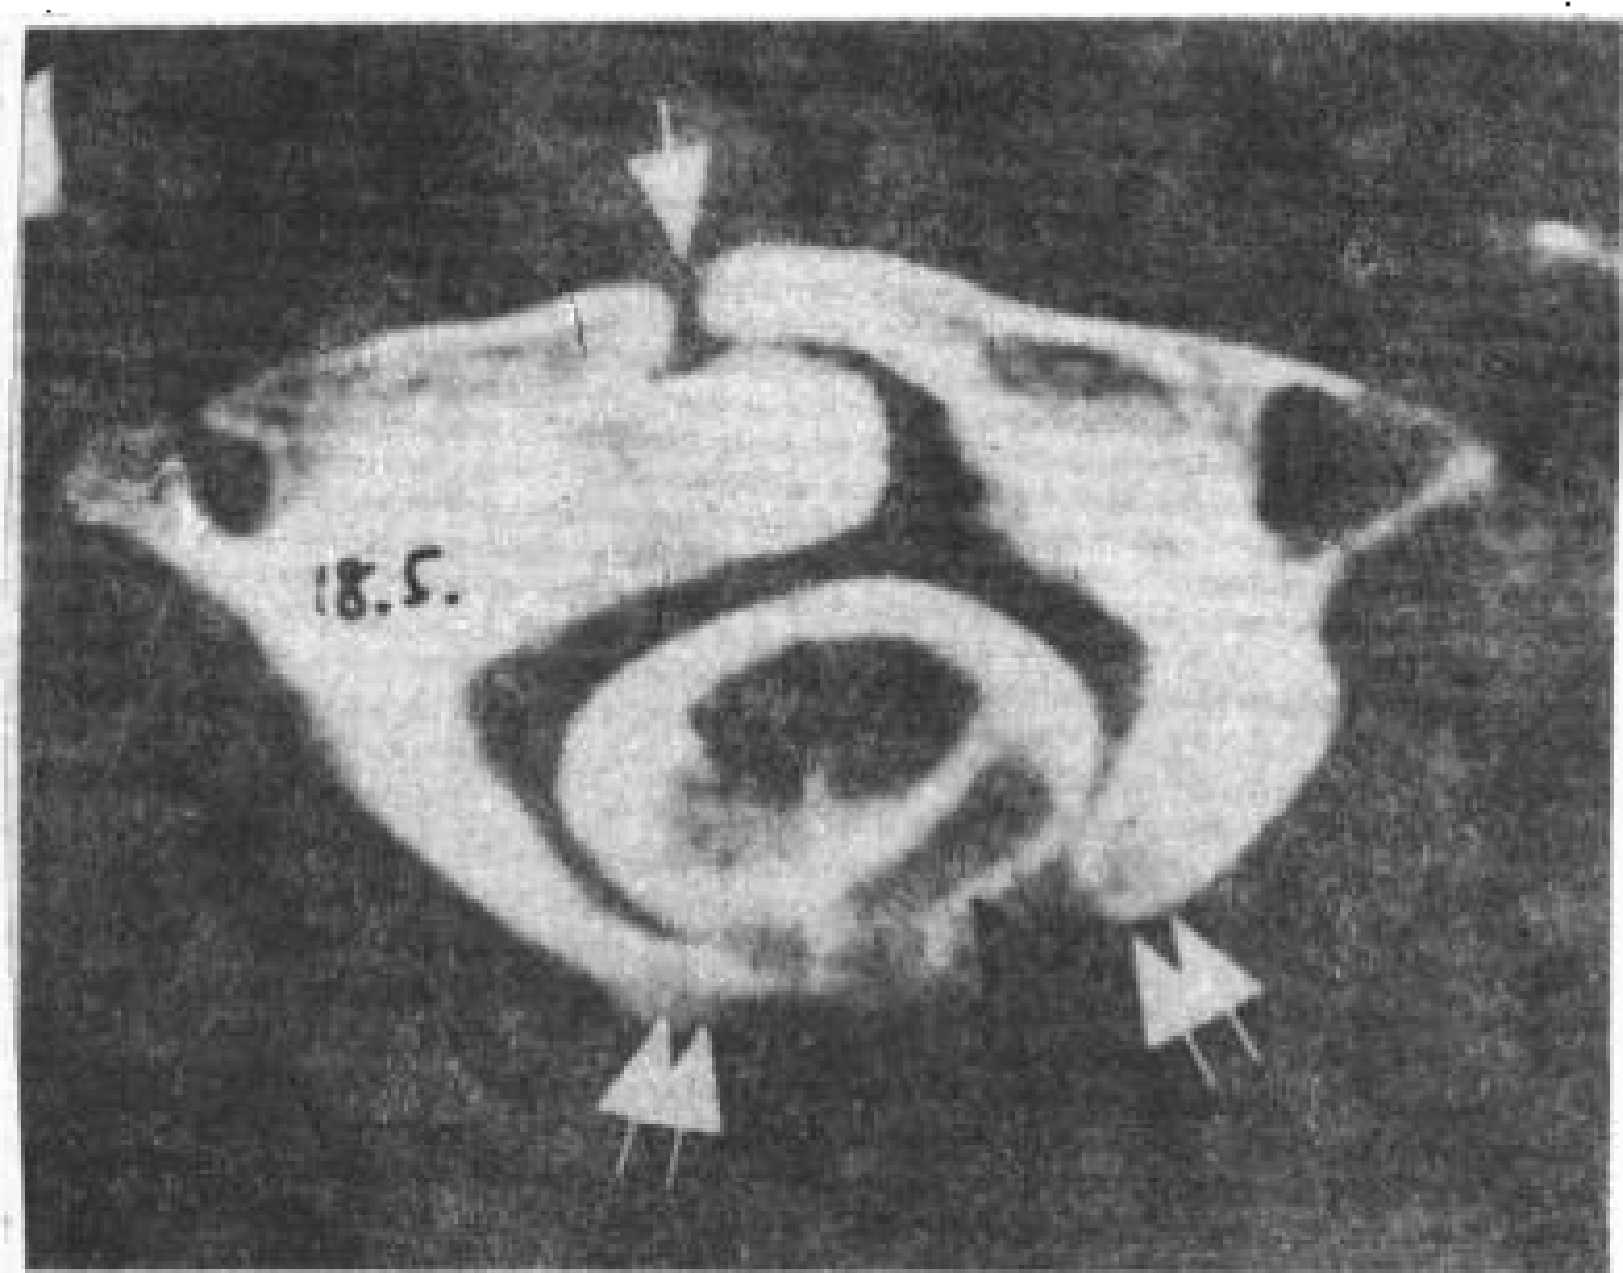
12岁,女孩,Chiari 畸形。增强脊髓CT。C<sub>1</sub>侧块与齿突融合,C<sub>1</sub>前弓裂开(□),后弓裂开更重(双白箭)。造影剂画出一个位置较低的扁桃体轮廓(↑),指示这是 Chiari 畸形。
